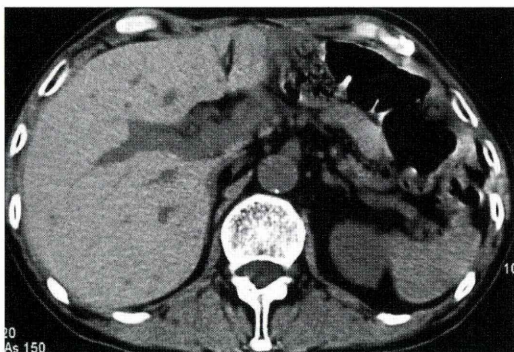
入院時CT所見 肝実質のCT値の上昇(75 HU)を認めるが、肝の変形、脾腫を認めず。
